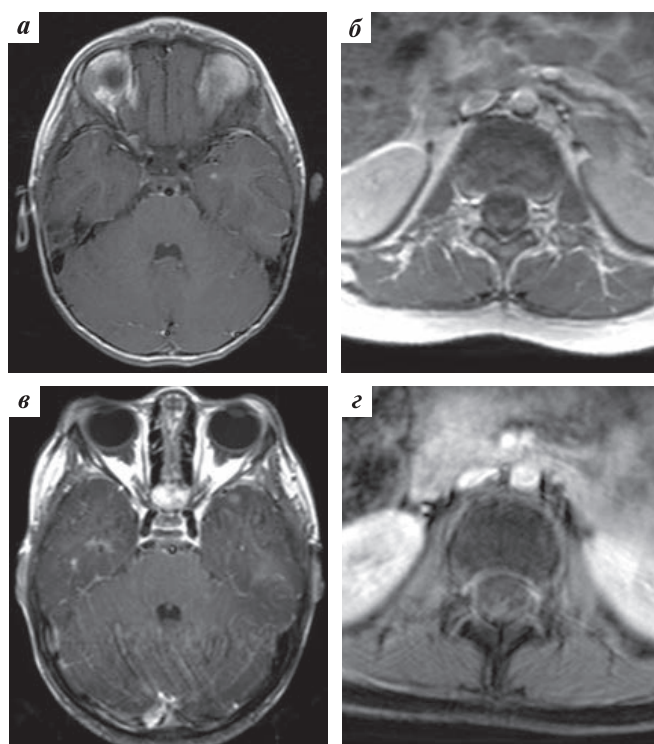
Пример изображений одного пациента, полученных на МР-томографах с индукцией магнитного поля 1,5 Тл и 3 Тл: а, б – изображения ГМ и СМ, полученные на МР-томографе с индукцией магнитного поля 1,5 Тл; в, г – изображения ГМ и СМ, полученные на МР-томографе с индукцией магнитного поля 3 Тл
